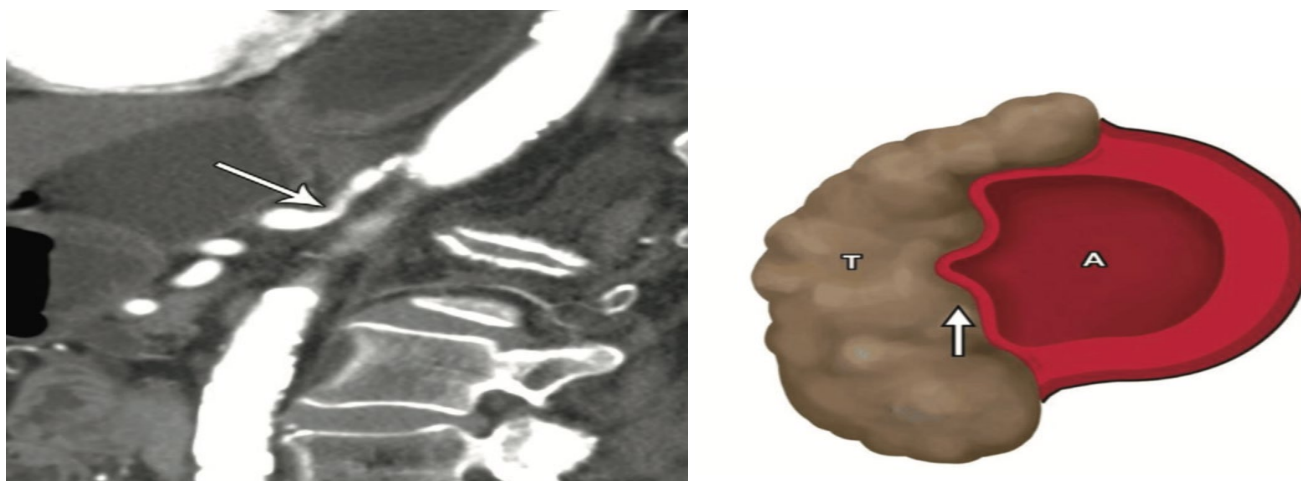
МСКТ і ДВІ над пухлиною ПЖ (Choietal., 2014 року).
